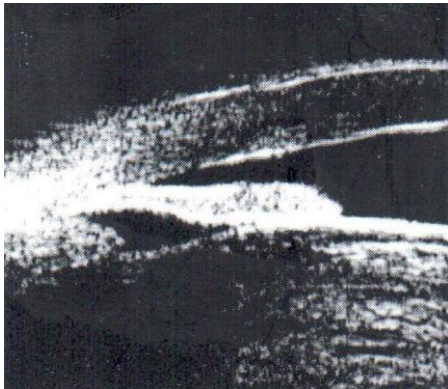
超声活体显微镜下见到的由于大的肿胀的晶状体所引起的前房角关闭。
